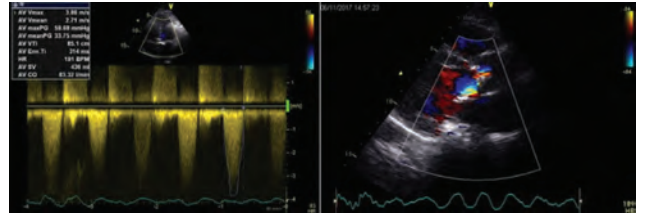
Baseline echocardiogram. Preserved LV function with significant LV hypertrophy severe aortic stenosis.
